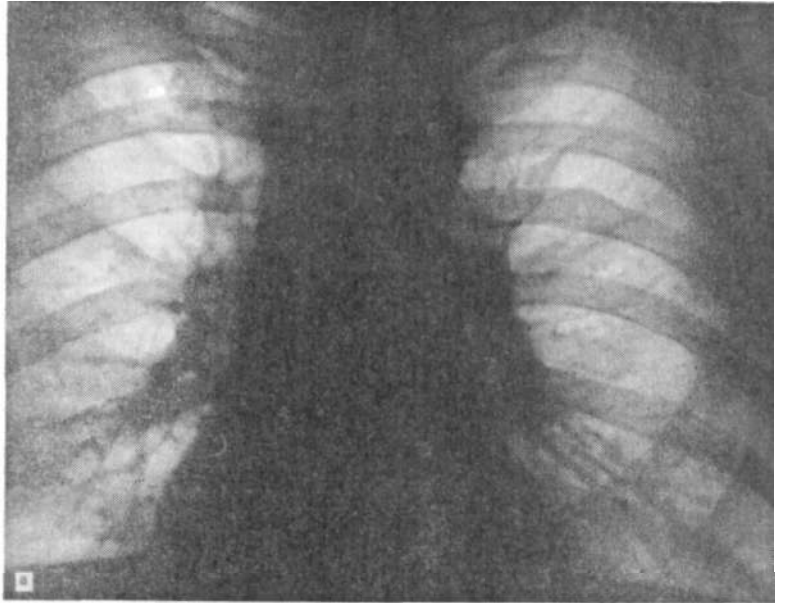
Рентгенограммы больного В. А.
